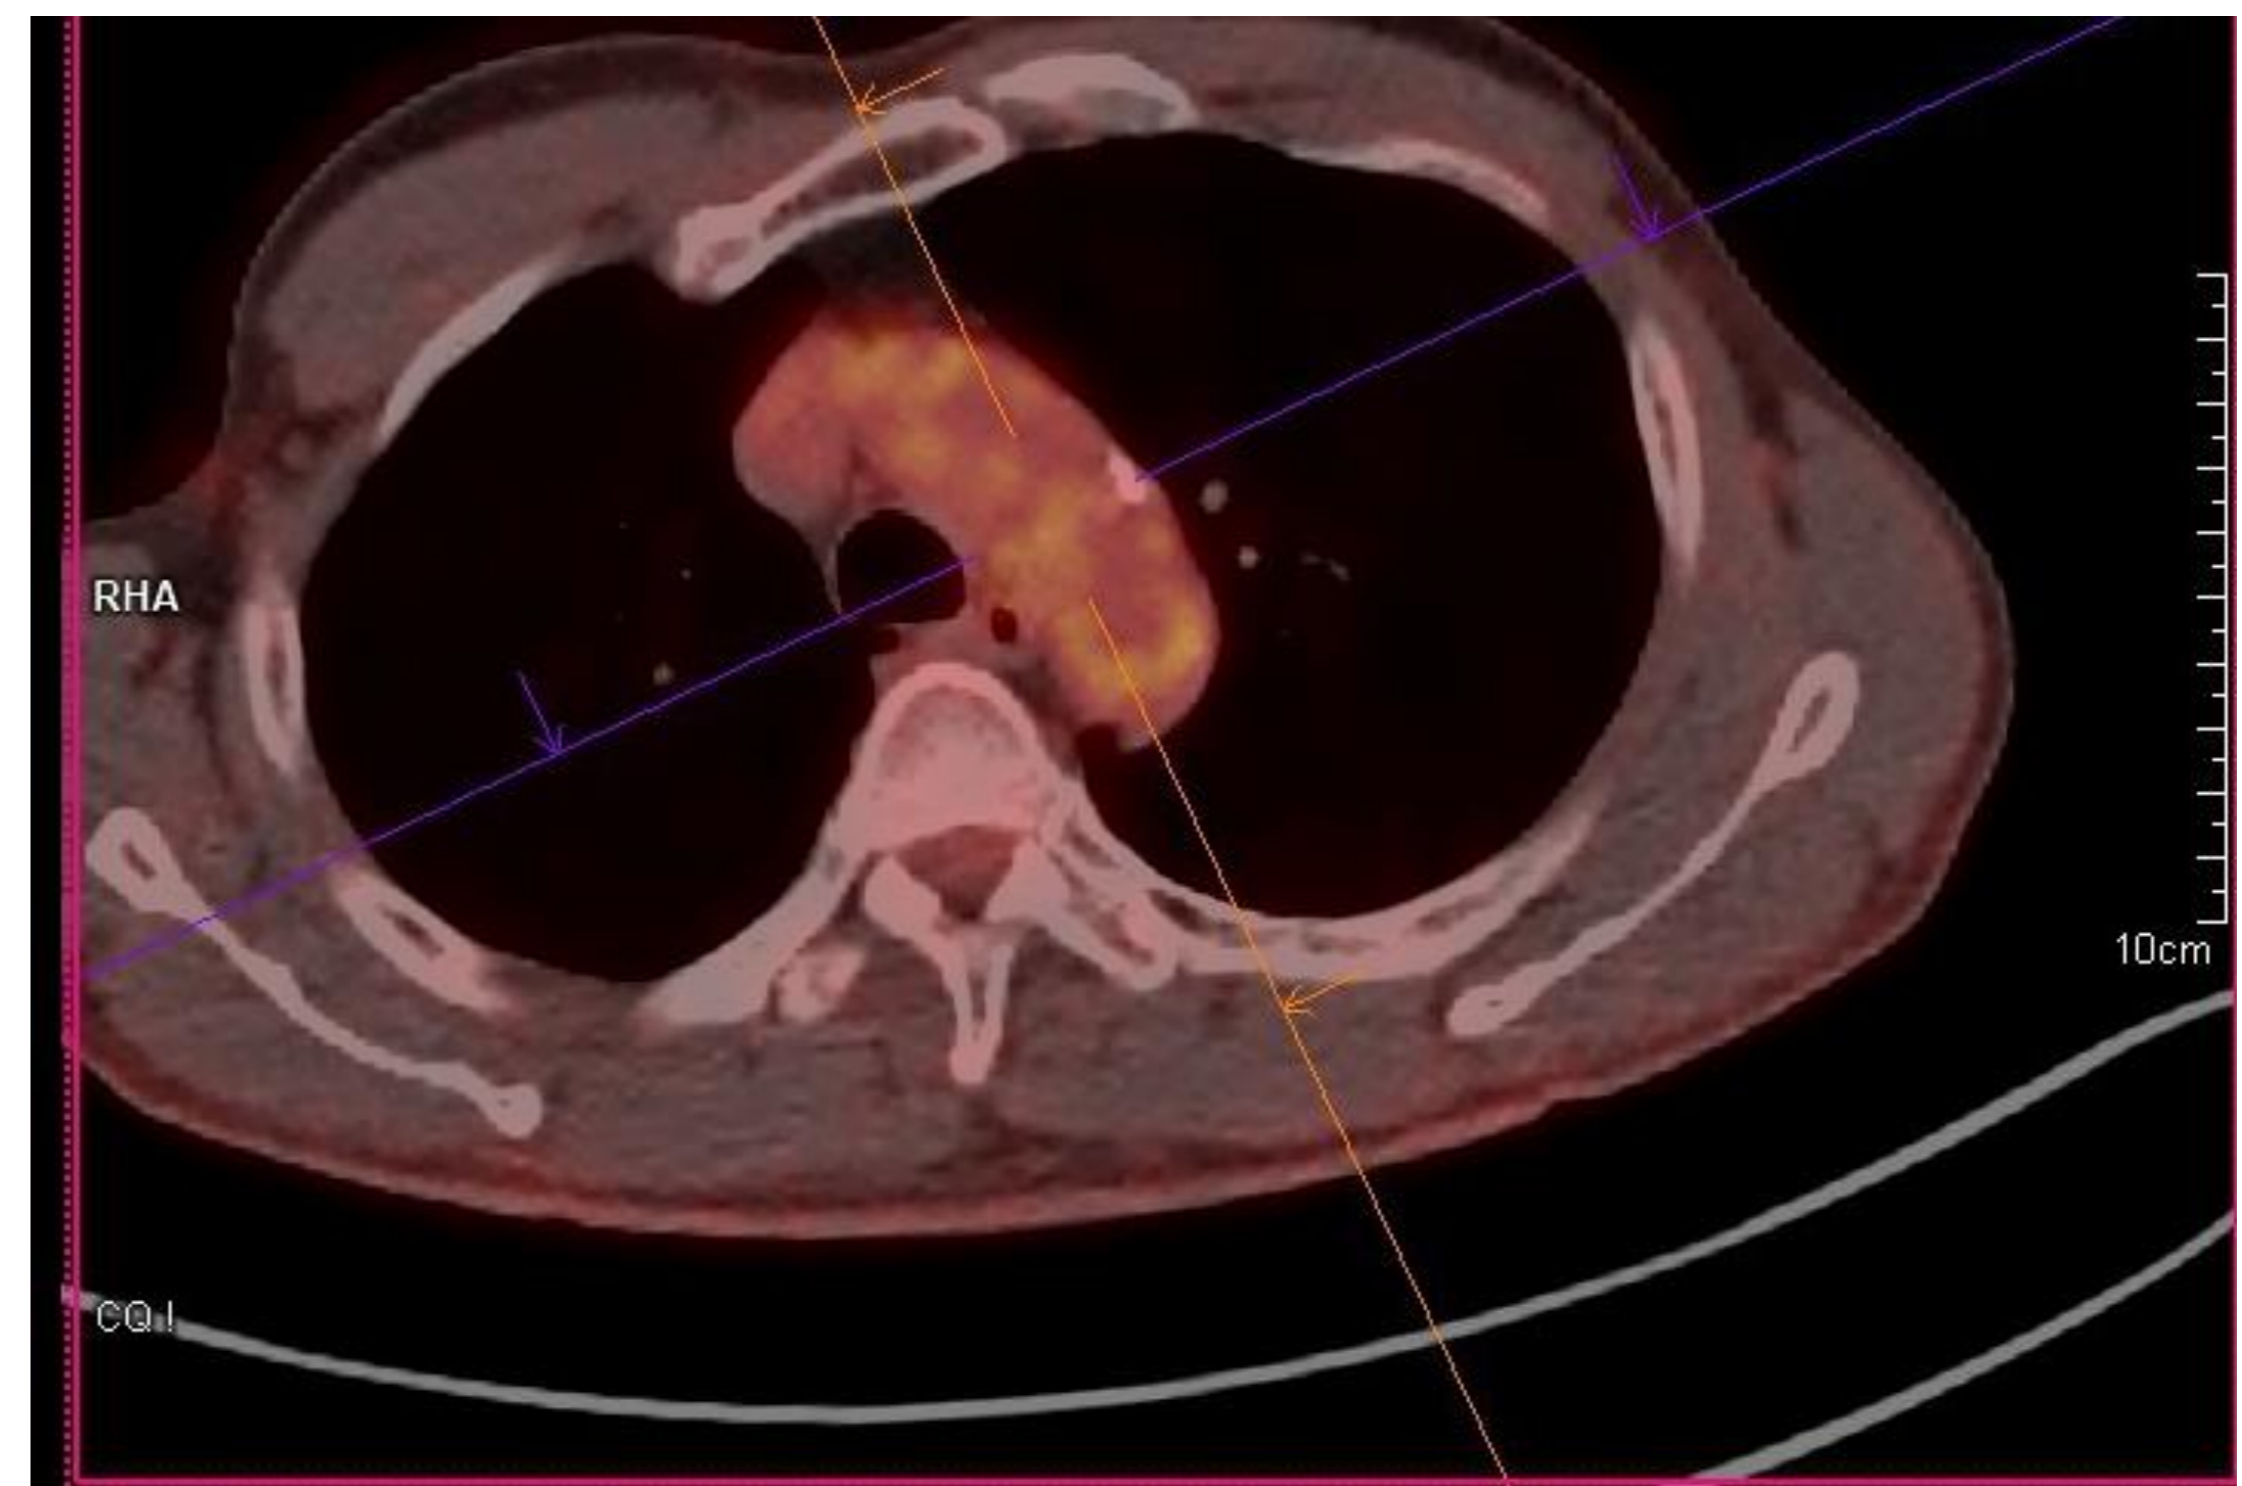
TEP-TDM, coupe axiale, avant traitement par TENOFOVIR
